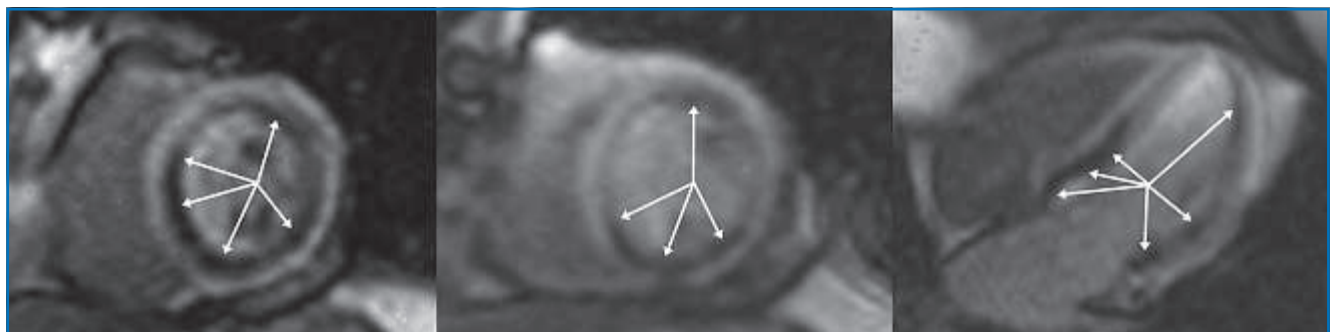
IRM de stress de perfusion de 1^{er} passage sous dipyridamole. On note plusieurs territoires avec des anomalies de la réserve de perfusion myocardique (hyposignal, flèches) chez un patient détecté à raison comme pluritonculaire (sténoses serrées CD, CX et diagonale).
